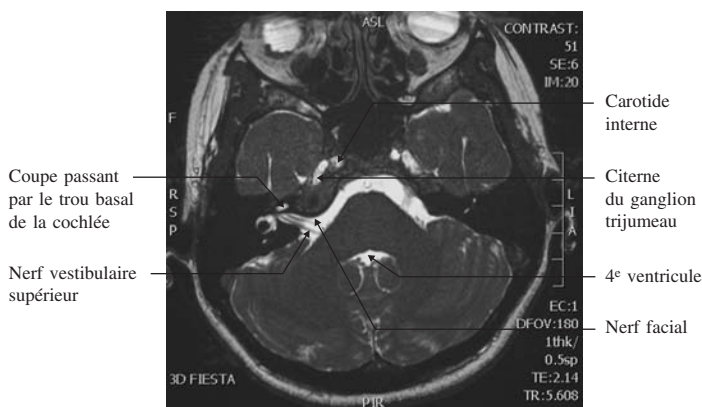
IRM passant par l'angle pontocérébelleux en coupe inframillimétrique, axiale, en séquence T2 (voir Tableau 23-I), passant par le nerf facial.
